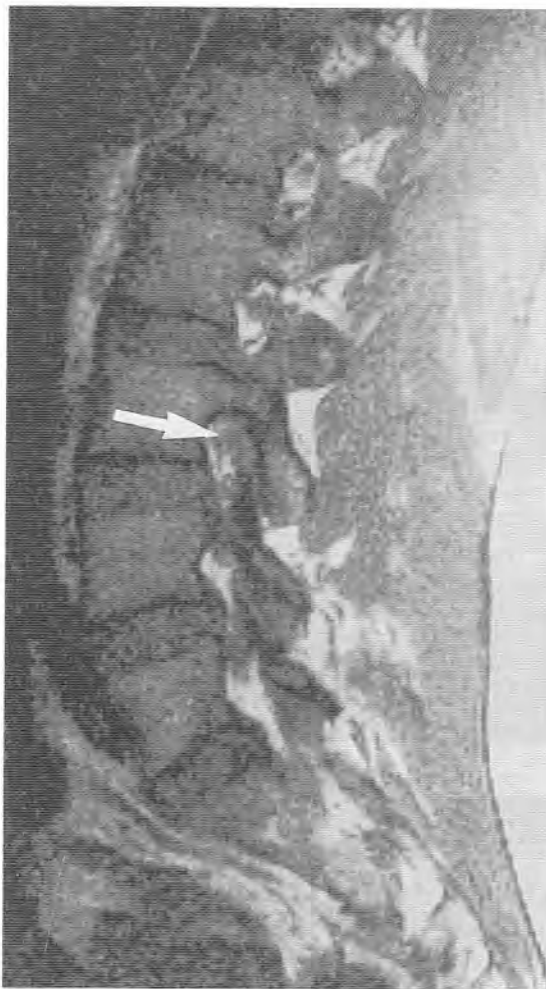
Artropatía interapofisaria. La TC axial (A) y la RM potenciada en T1 (B) muestran las anomalías óseas degenerativas de las articulaciones interapofisarias. Se aprecia una hipertrofia ósea y el efecto asociado sobre el agujero de conjunción. También se observan quistes subcondrales (*flechas rectas*) y un engrosamiento del ligamento amarillo (*flechas curvas*). (Continúa en la página 138).
